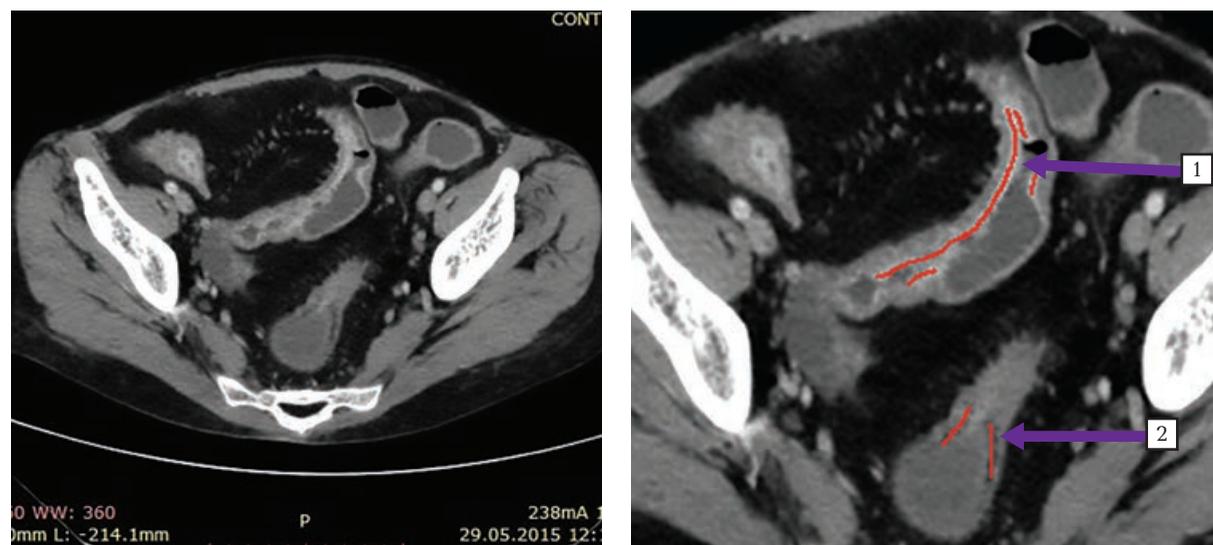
Компьютерная томография в условиях перорального контрастирования тонкой кишки водой с внутривенным введением контрастного вещества. Болезнь Крона подвздошной кишки, фаза активного воспаления. Стрелка 1 – накопление контрастного вещества слизистой оболочкой тонкой кишки; стрелка 2 – жировая перестройка подслизистого слоя прямой кишки
